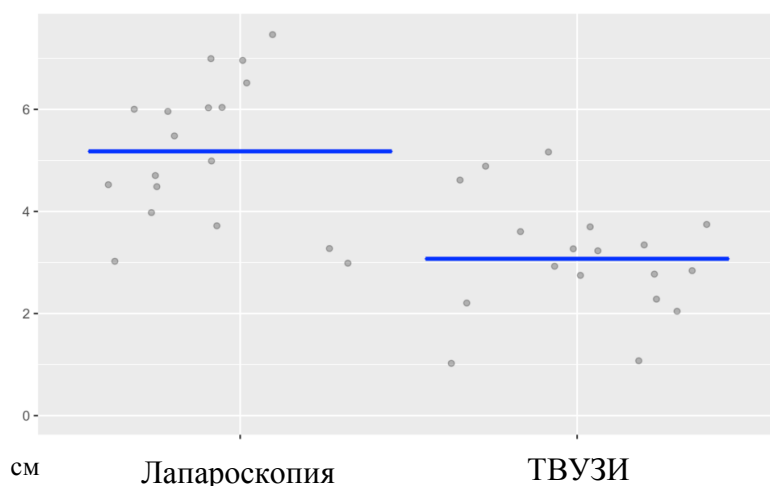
Сравнение размеров эндометриоидных очагов у пациенток IB подгруппы по данным ТВУЗИ и лапароскопии.
